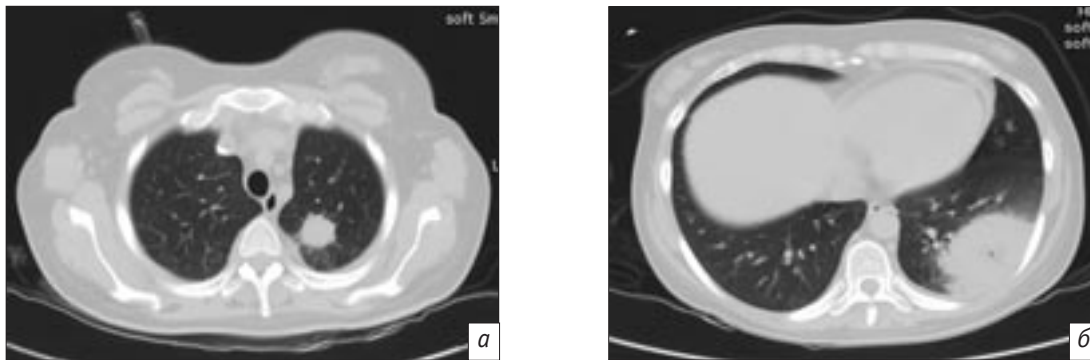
Компьютерные томограммы органов грудной клетки: визуализируются шаровидное образование в верхней доле левого легкого (а), зона уплотнения в S9-10 нижней доли левого легкого с симптомом «галло» (б)
